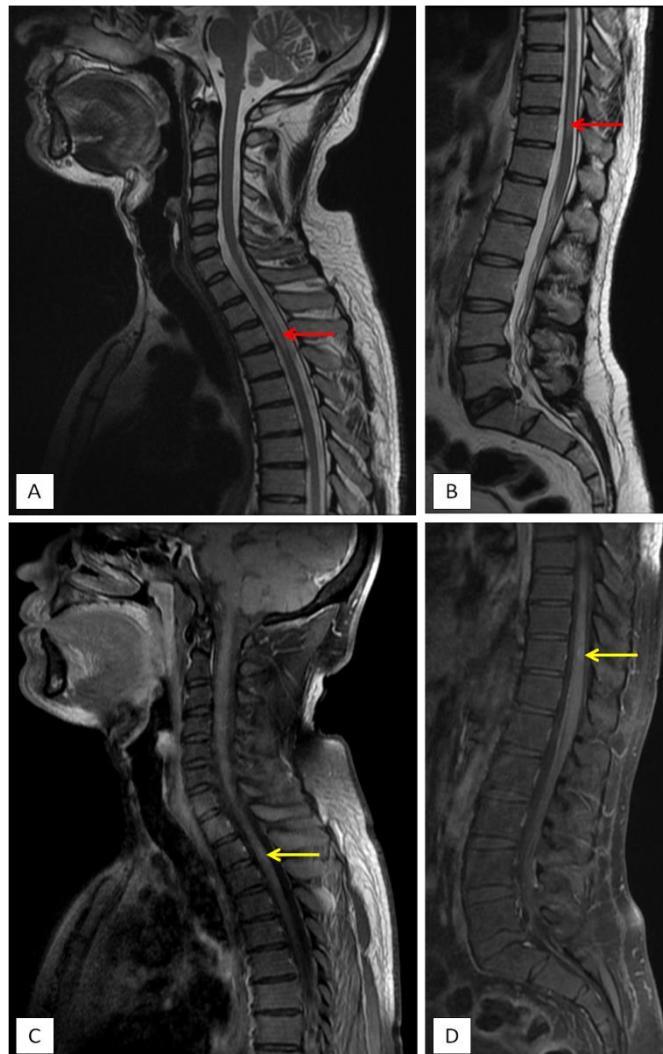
L'IRM médullaire objective la présence de deux lésions médullaires une dorsale haute et l'autre dorsale basse, en hypersignal T2 (flèches rouges : A, B) et prenant contraste après injection (flèches jaunes : C, D).
